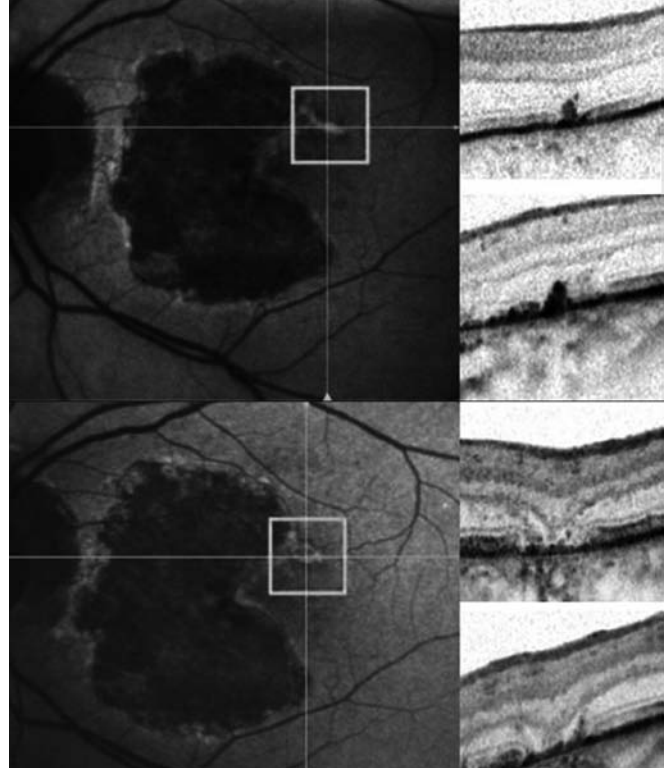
Simultanes Fundusautofluoreszenz-Mapping und Spektral-Domänen optische Kohärenztomographie (SD-OCT) bei atrophischer altersabhängiger Makuladegeneration
